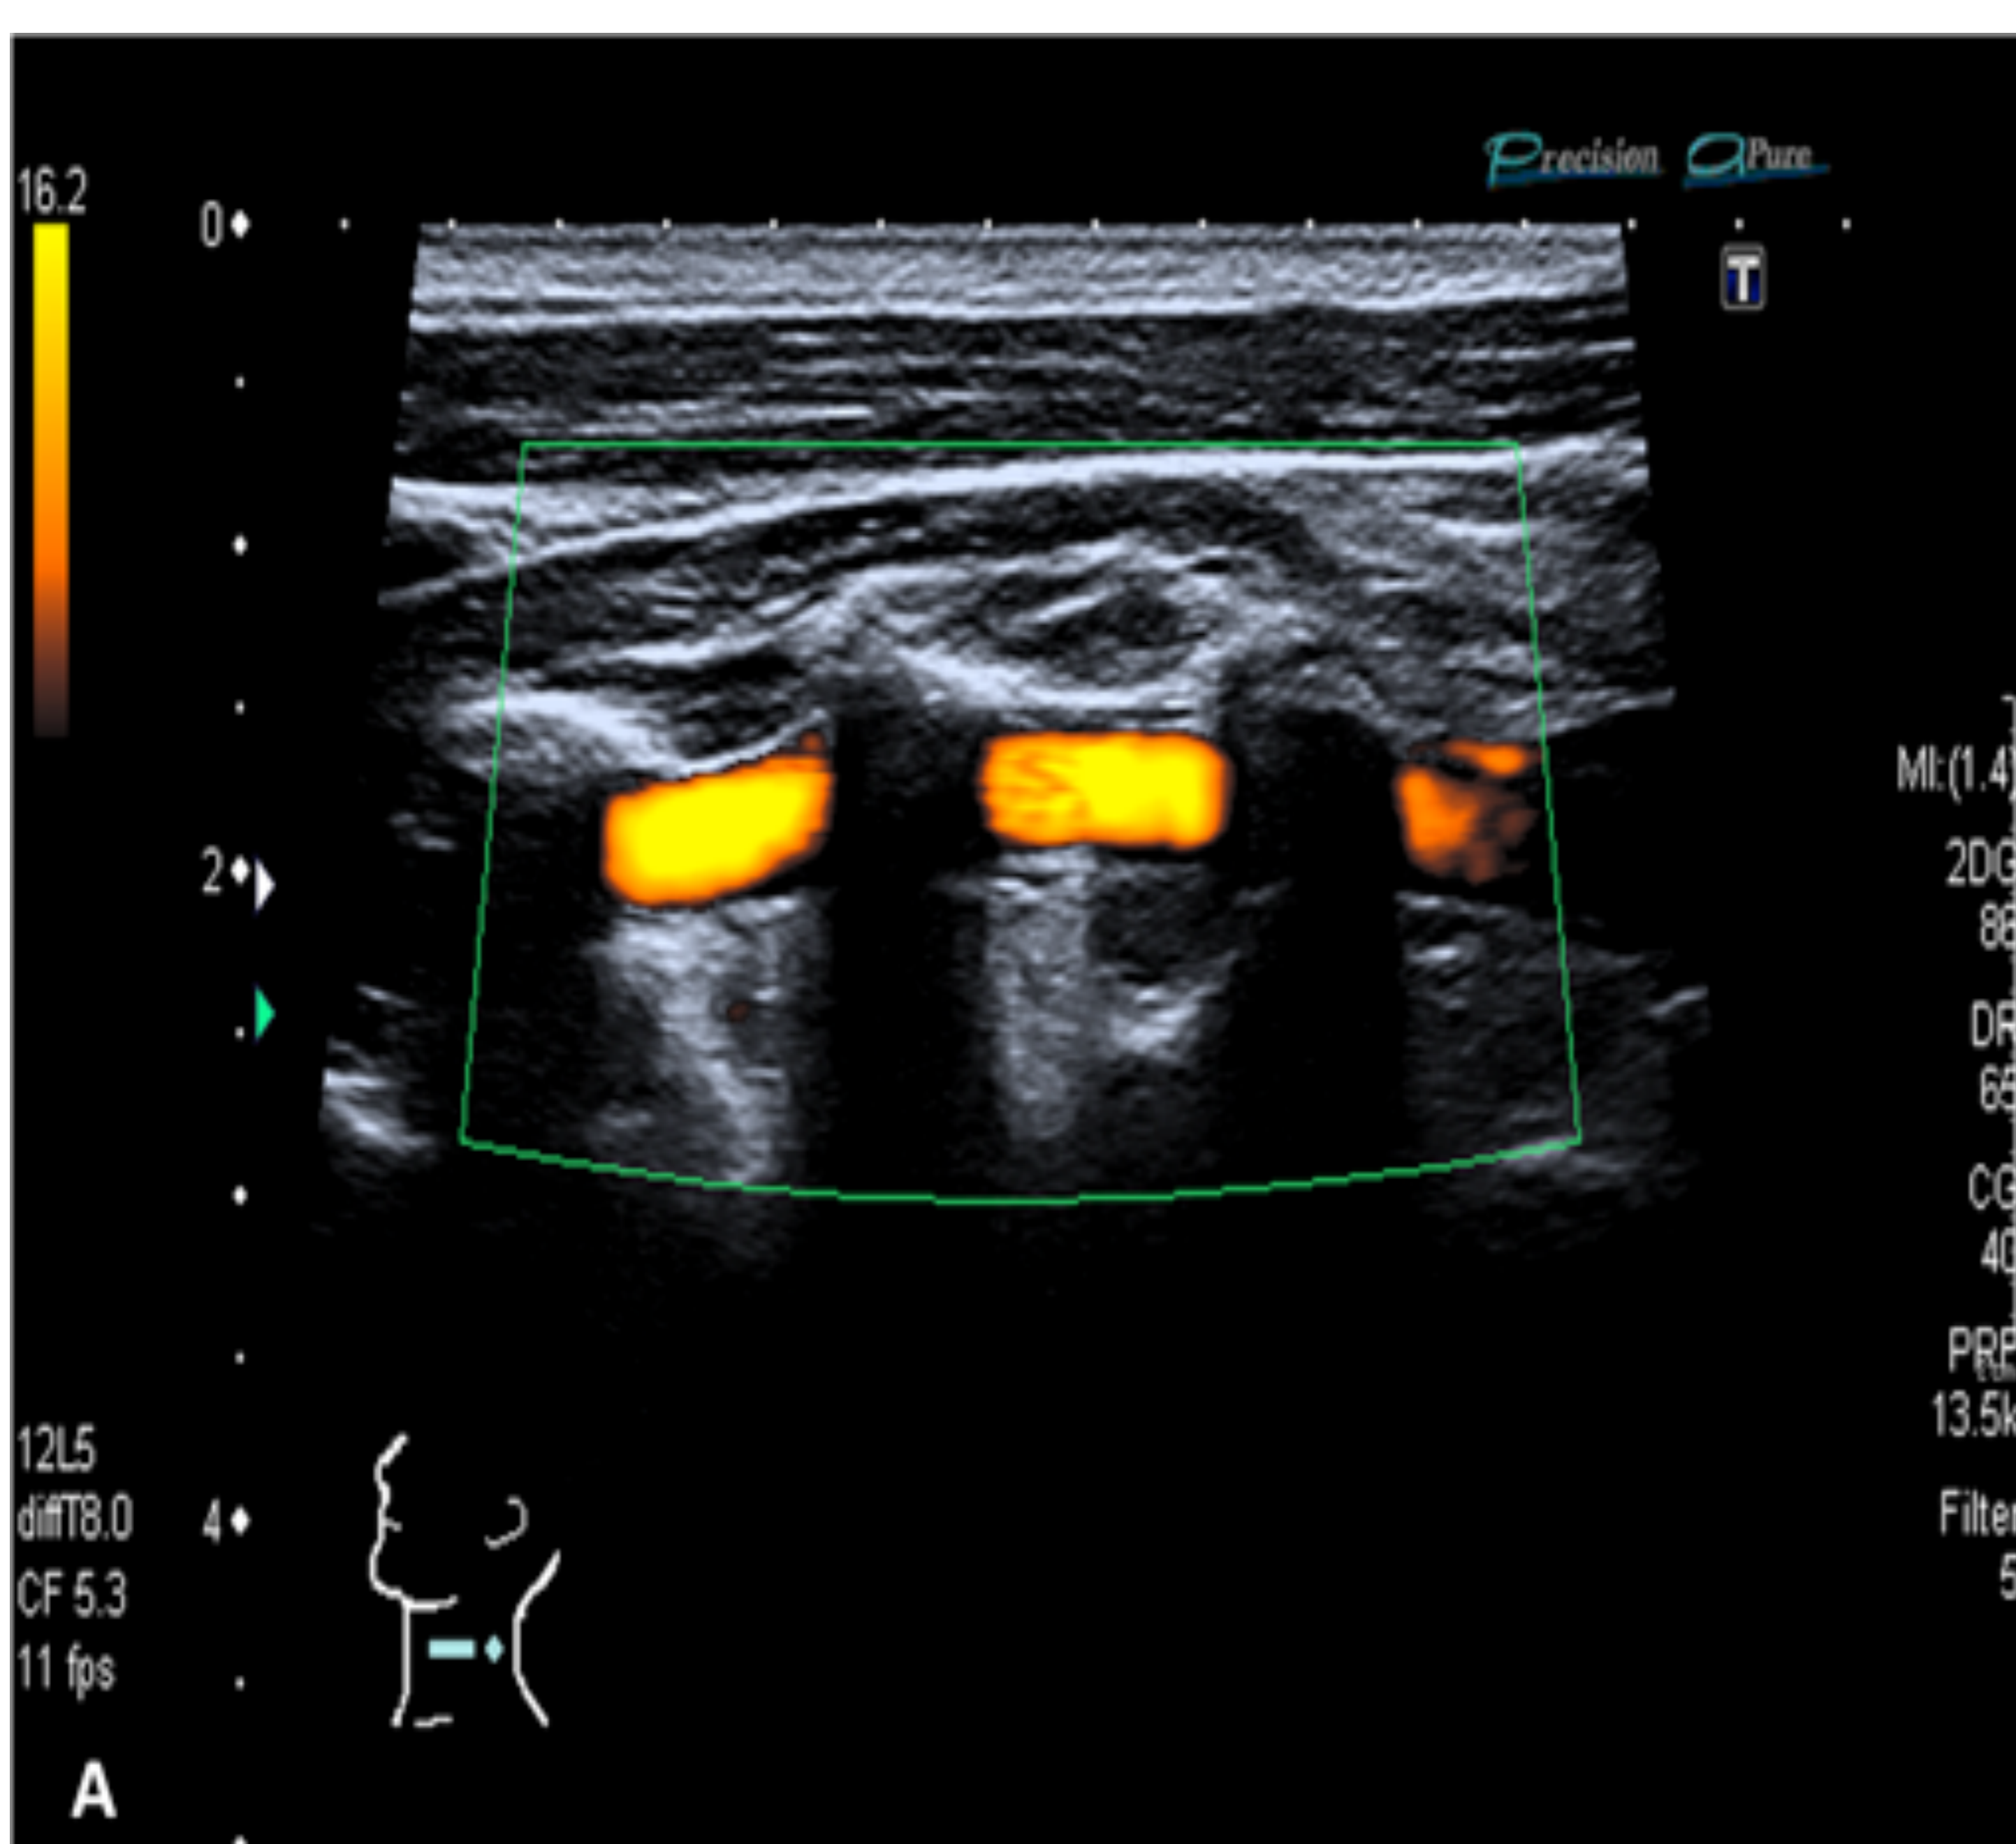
Ecografía troncos supraaórticos. A y B: Arteria vertebral.
